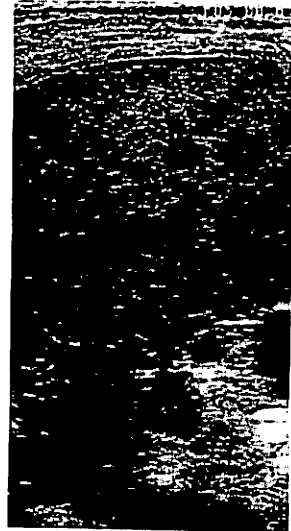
Ultrasonogram on June 1987 shows low-echoic SOLs, 0.5~1.5cm in diameter in the liver.
